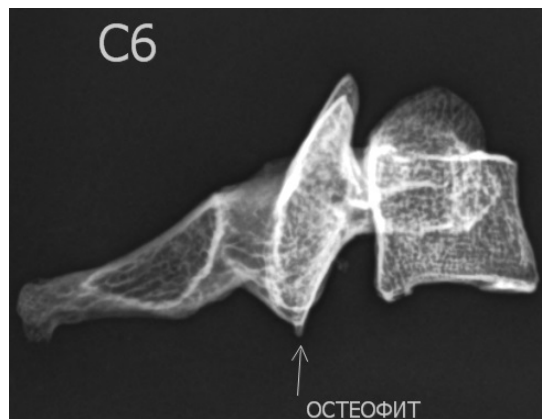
Рентгенография шестого шейного позвонка в боковой проекции. Остеофит в нижнем суставном крае правого нижнего суставного отростка С6 (стрелка).
